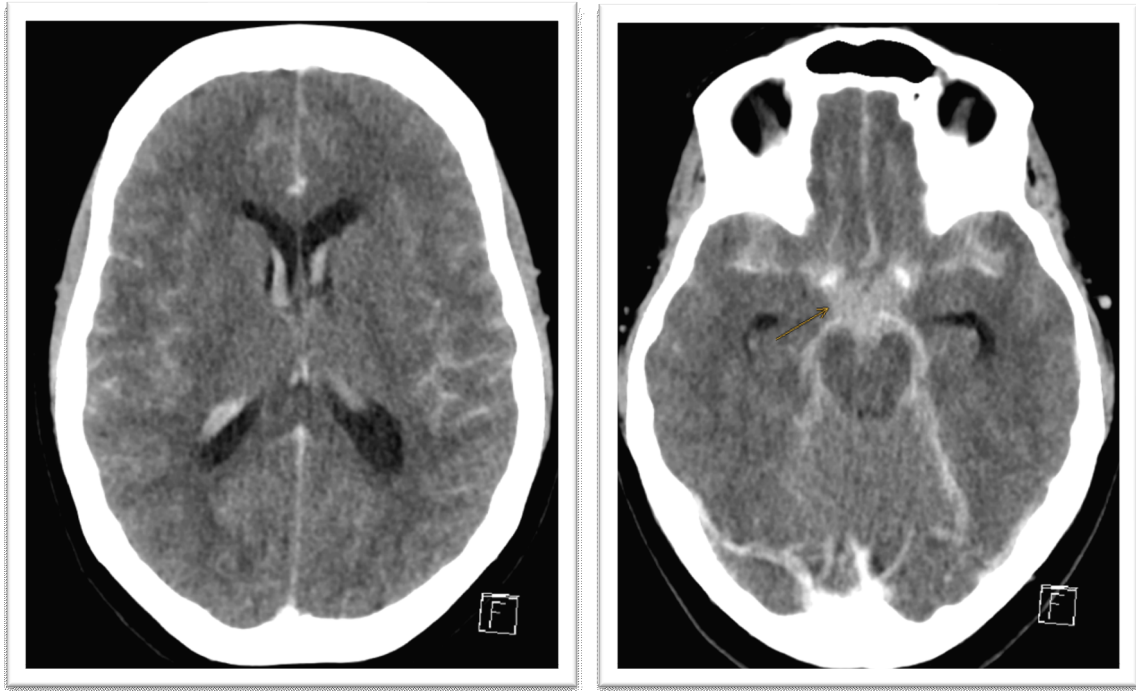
craniale Computertomographie einer Subarachnoidalblutung aufgrund einer Aneurysma-Ruptur mit typischem Blutungsmuster (mittels orangem Pfeil gekennzeichnet) ⁽¹³⁾
